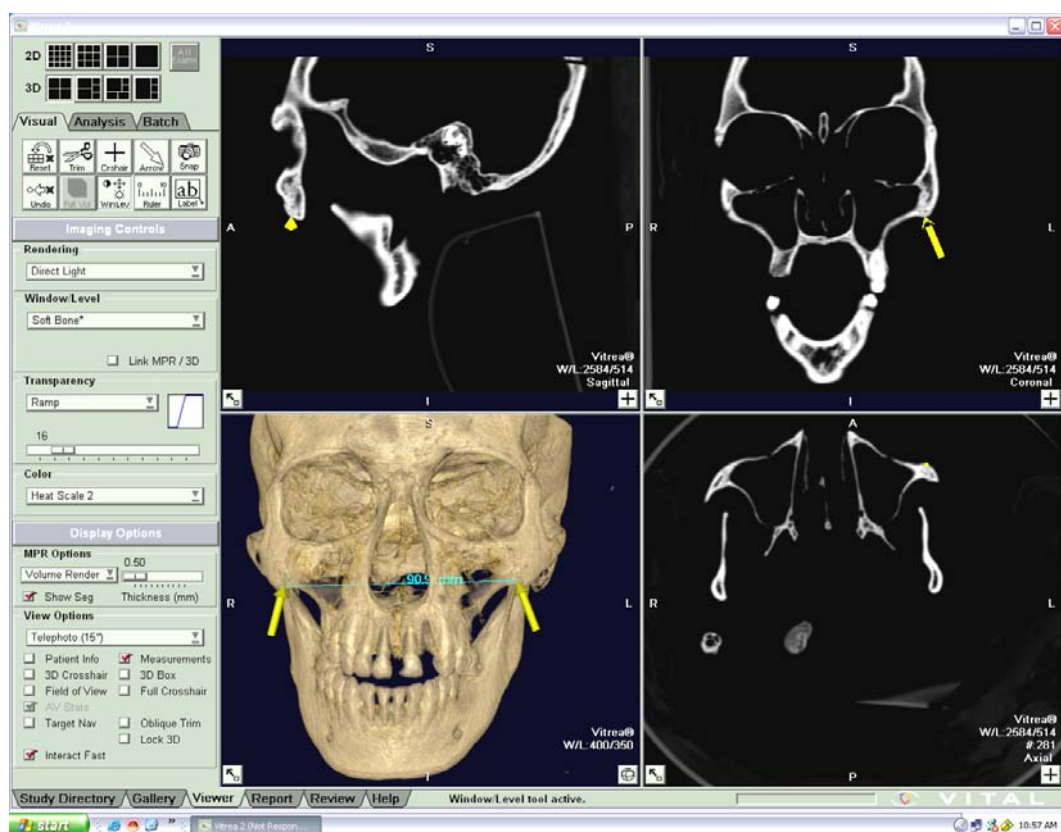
Tela de abertura do programa Vítreá[®] 5.3 demonstrando: corte axial; reconstrução coronal; reconstrução sagital; reconstrução em 3D-TC volume no protocolo ósseo com 90.9 mm para a medida Zm-Zm (setas)
